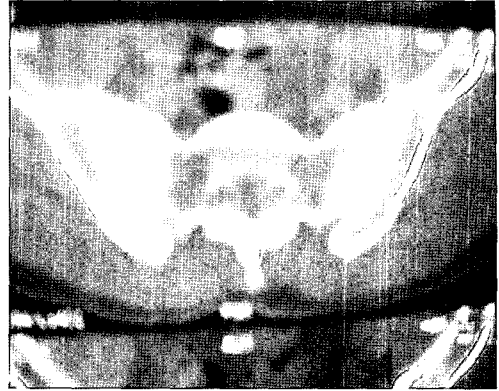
CT Flim(Axial view)
